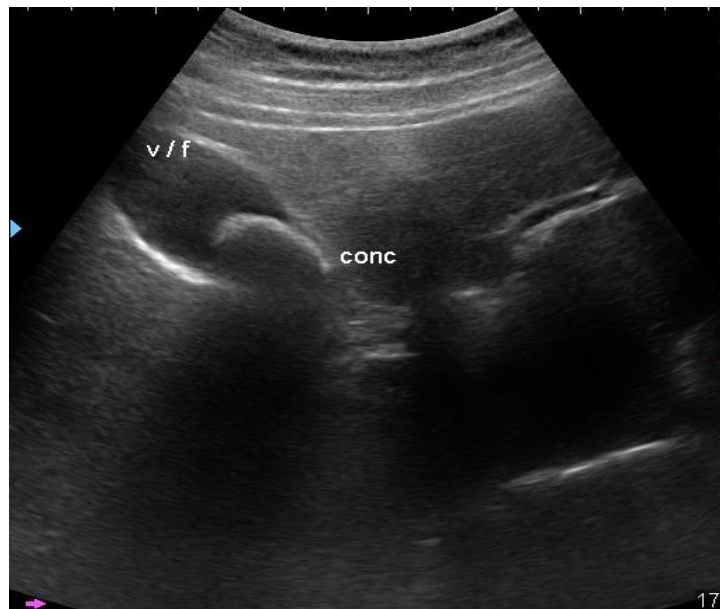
УЗИ. Одиночный камень в просвете желчного пузыря
